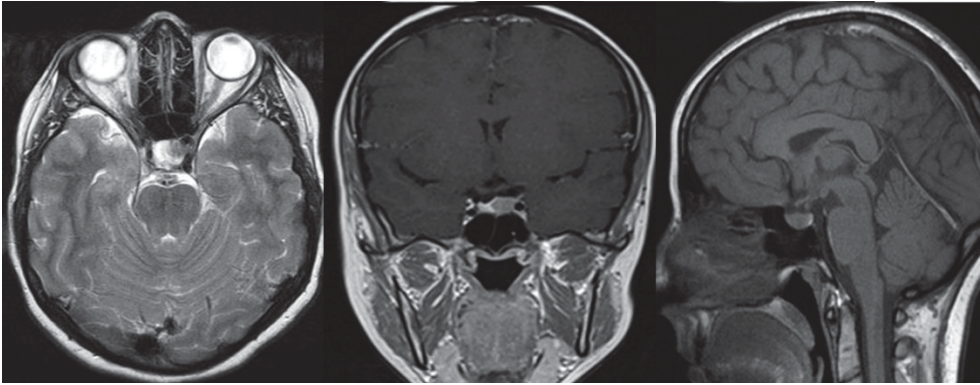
МРТ исследование до операции. В режиме T1 и T2 взвешенных изображениях визуализируется эндоселлярная опухоль
